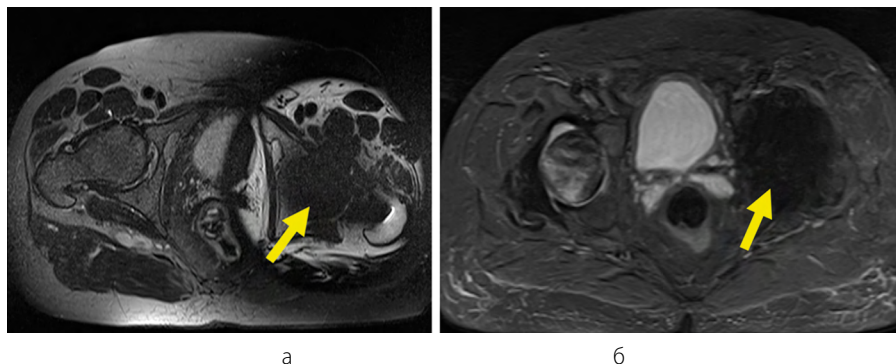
МР-томограммы малого таза, аксиальная плоскость сканирования, левый тазобедренный сустав после тотального эндопротезирования (стрелки): а – применение последовательности FatSat; б – использование STIR-импульсной последовательности
